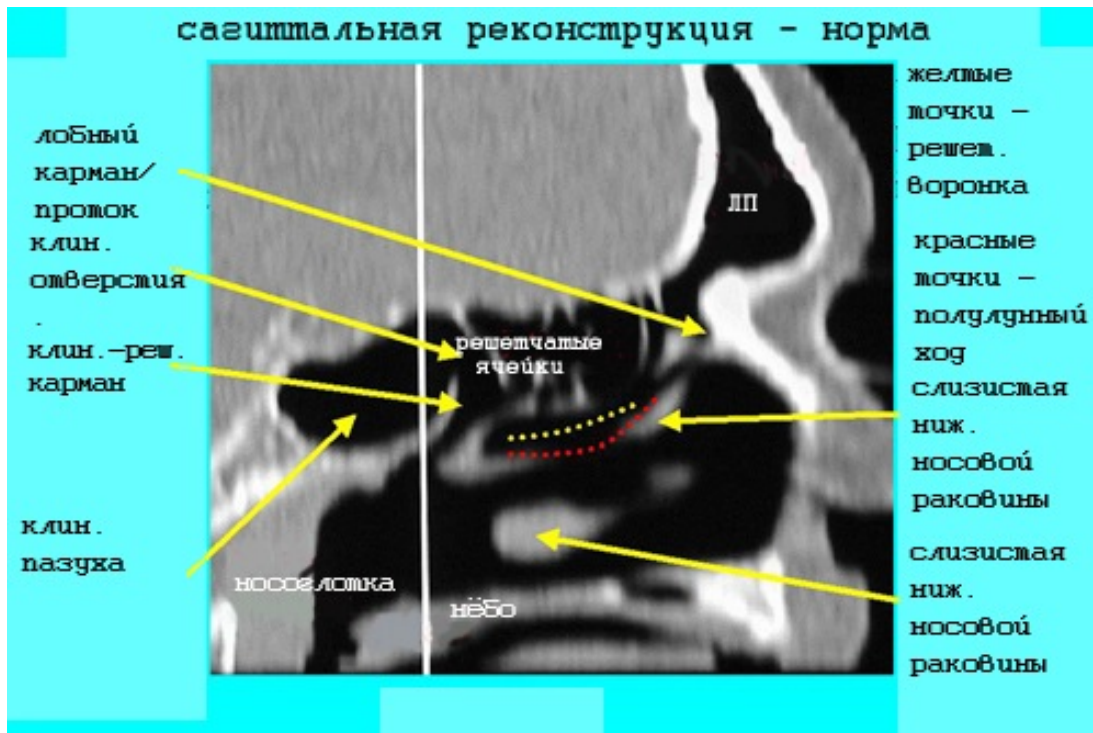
КТ полости носа. Реконструированное сагиттальное изображение ОМК демонстрирует искривленный край полулунного хода с нижней складкой слизистой, покрывающей крючковидный отросток. Виден также лобный карман/проток.
